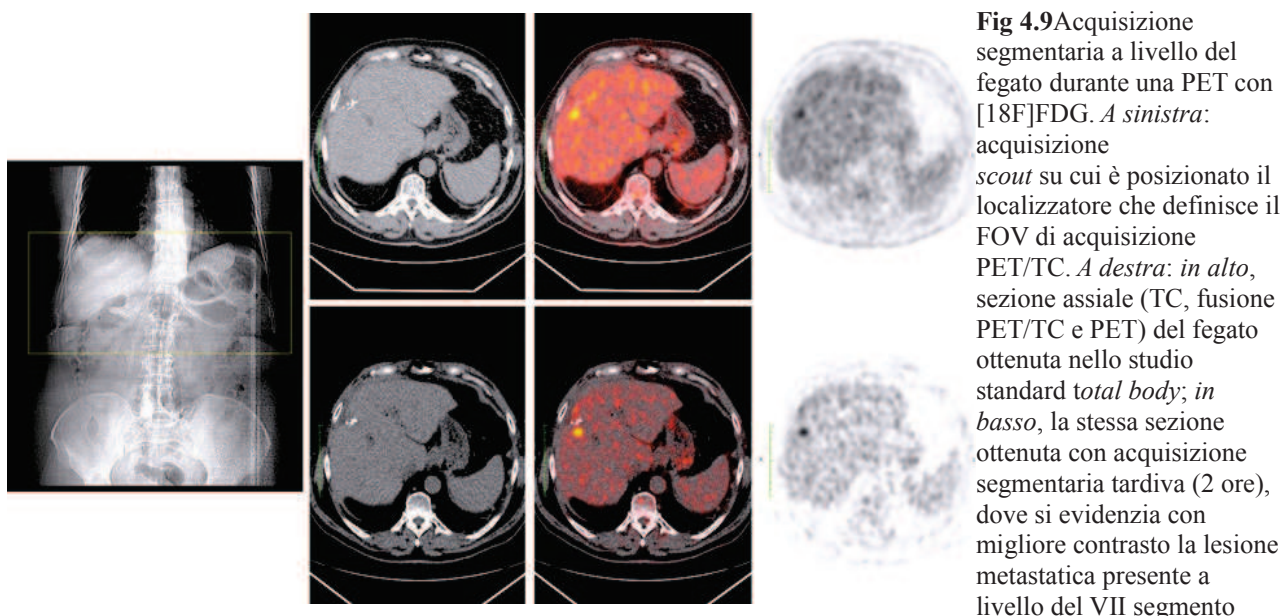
Acquisizione segmentaria a livello del fegato durante una PET con [18F]FDG. *A sinistra:* acquisizione *scout* su cui è posizionato il localizzatore che definisce il FOV di acquisizione PET/TC. *A destra:* in alto, sezione assiale (TC, fusione PET/TC e PET) del fegato ottenuta nello studio standard *total body*; in basso, la stessa sezione ottenuta con acquisizione segmentaria tardiva (2 ore), dove si evidenzia con migliore contrasto la lesione metastatica presente a livello del VII segmento
